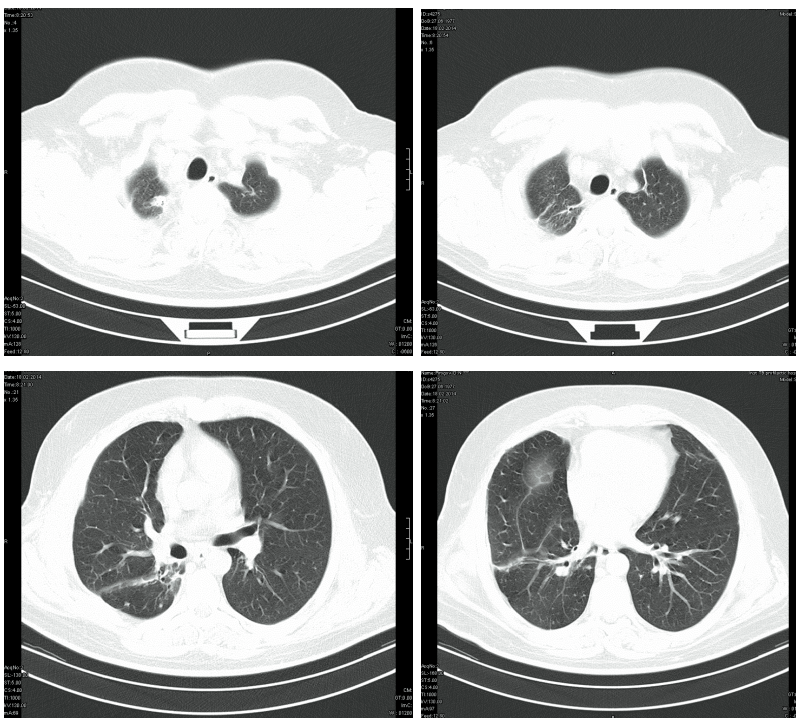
Больной П. Контрольная КТ от 18.02.2014 г.
